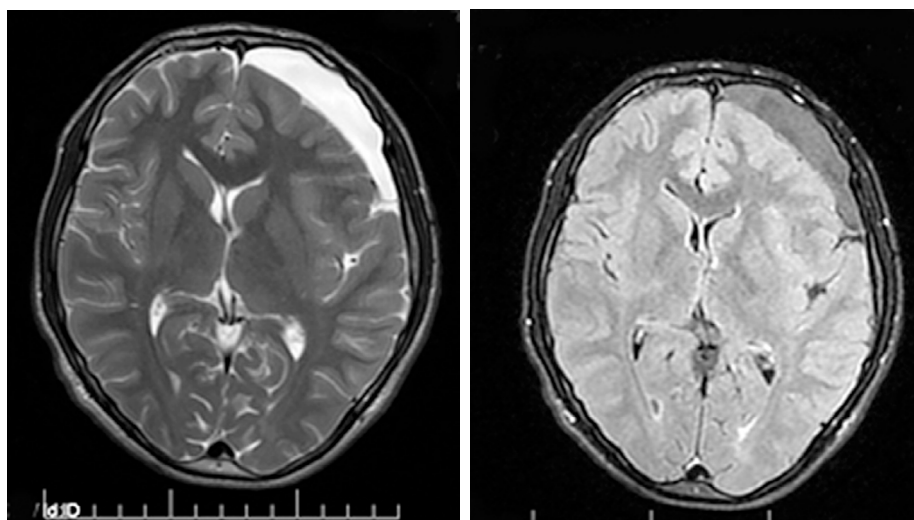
МРТ головы пациента через 3 недели после оперативного вмешательства: АК не визуализируется, но сохраняется скопление жидкости в субарахноидальном пространстве
